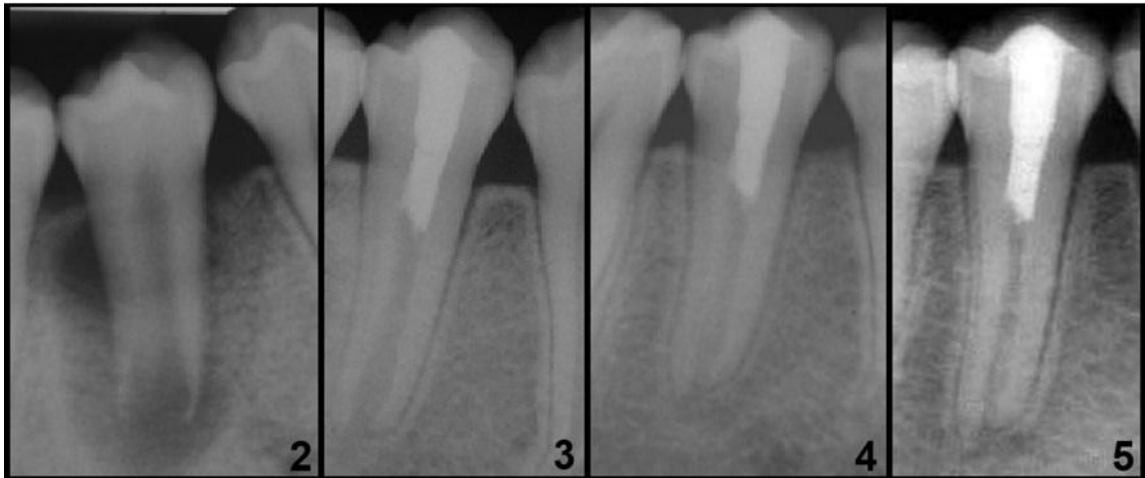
Radiografía inicial del caso clínico Banchs y Trope 2004.
